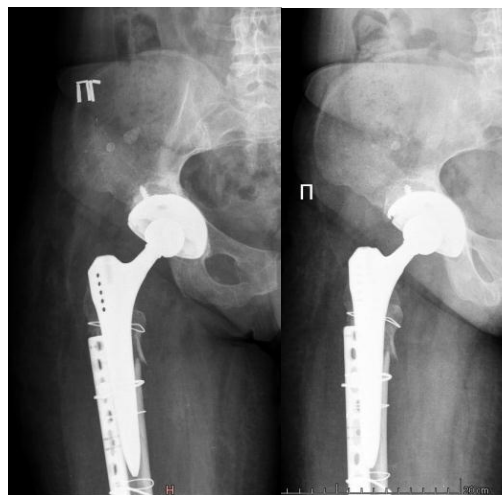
Рентгенограммы тазобедренного сустава больной Т. после установки эндопротеза.
